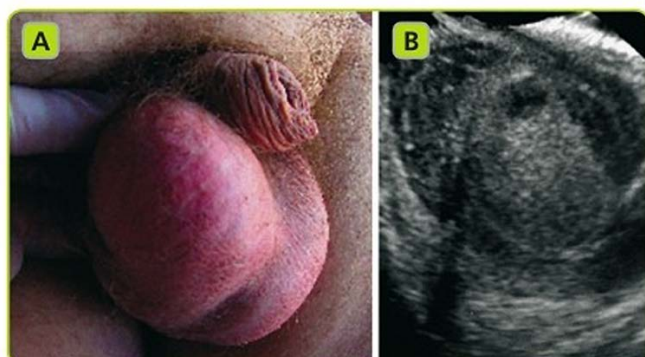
A. Paziente con orchiepididimite acuta che mostra testicolo destro caldo e arrossato. B. Lo studio ecografico rivela un certo grado di coinvolgimento testicolare suppurativo.
